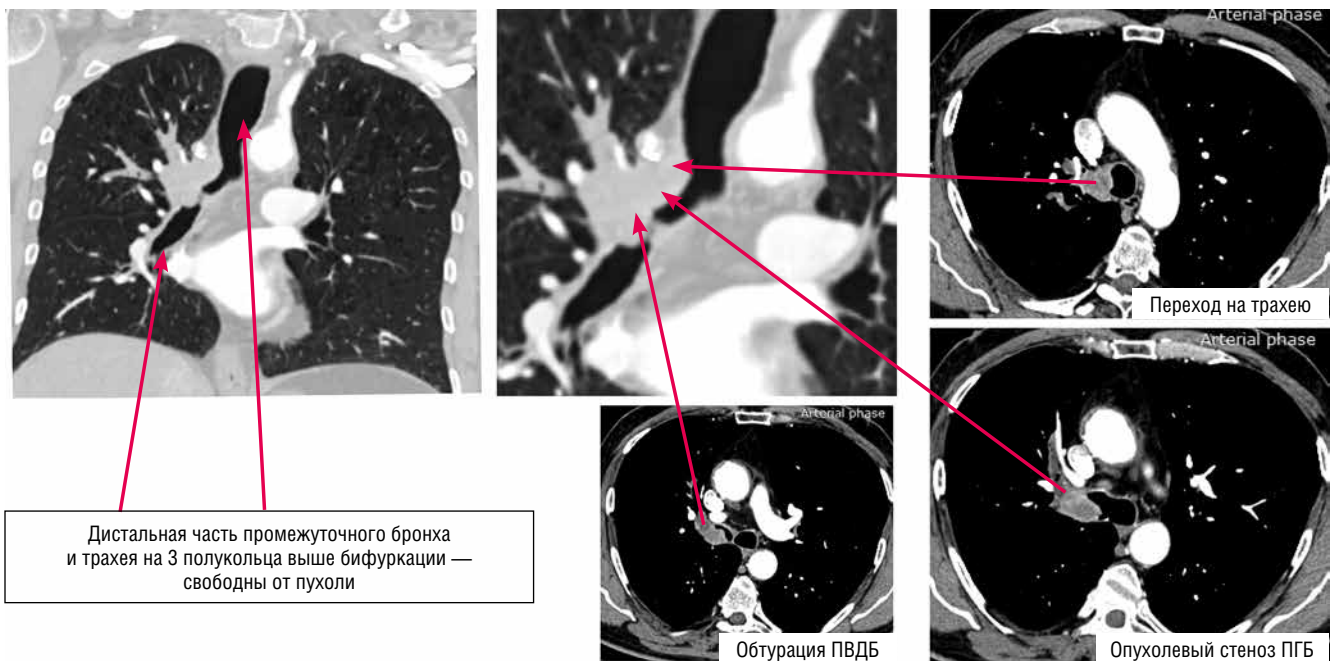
Компьютерные томограммы с внутривенным контрастированием пациента И. до операции
